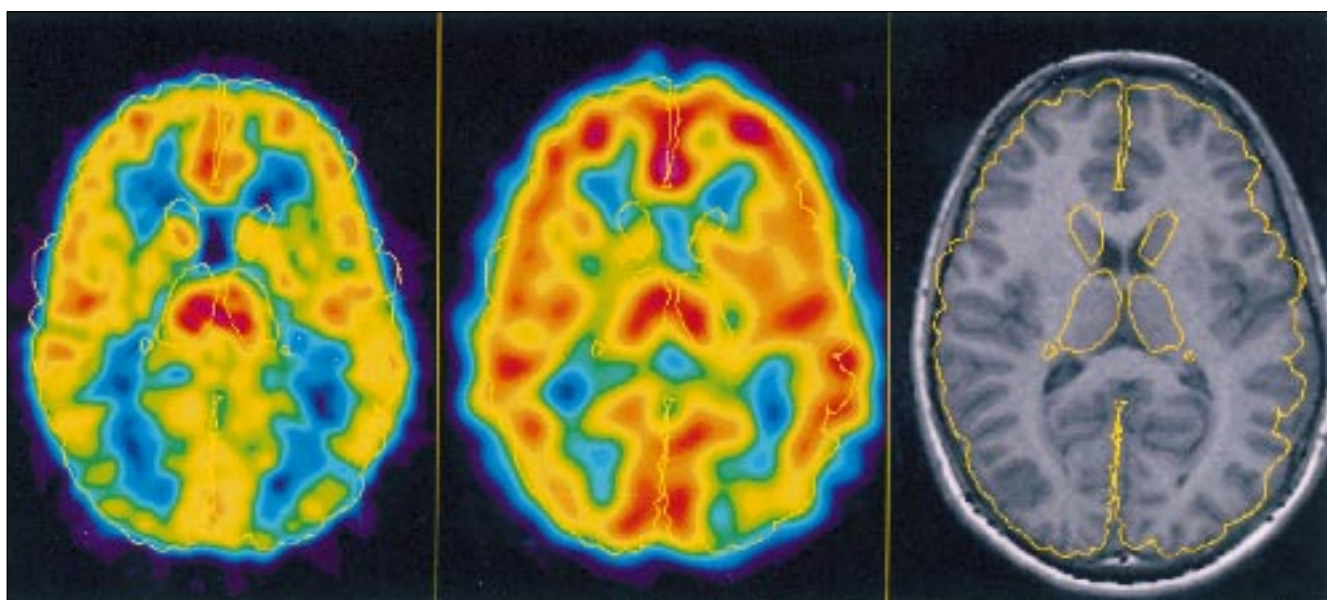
Hjärnblodflödesundersökning med $^{99}\text{Tc}^{\text{m}}$ -HMPAO. Till vänster en 59-årig man med Mb Alzheimer. Det tomografiska tvärsnittet (SPECT) genom övre delen av hjärnan visar den typiska bilaterala symmetriska nedsättningen av perfusionen inom parietalloberna (pilar) i
